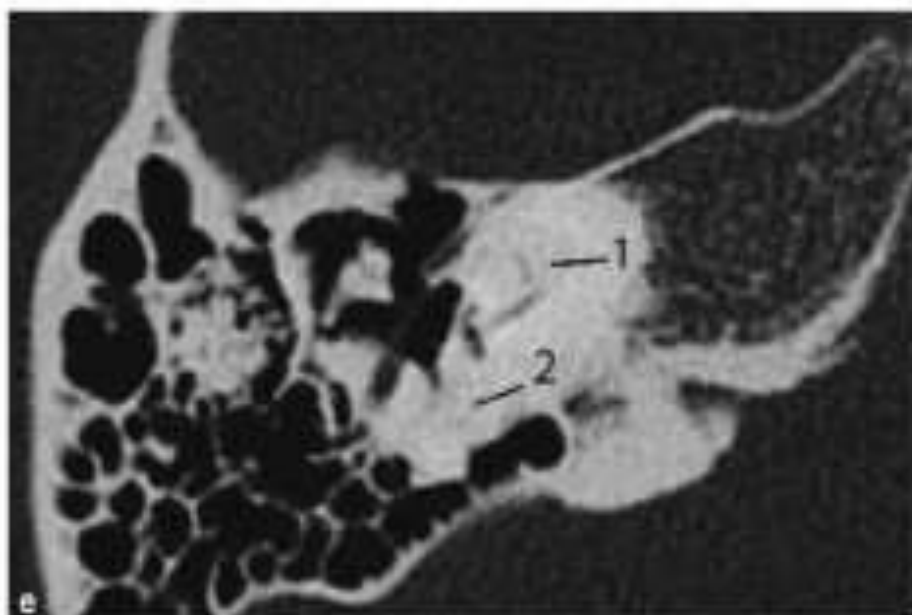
Labyrinthite chronique ossifiante droite ; TDM en coupe axiale. On note la disparition de l'image de la cochlée (1) et du canal semi-circulaire postérieur[178].
